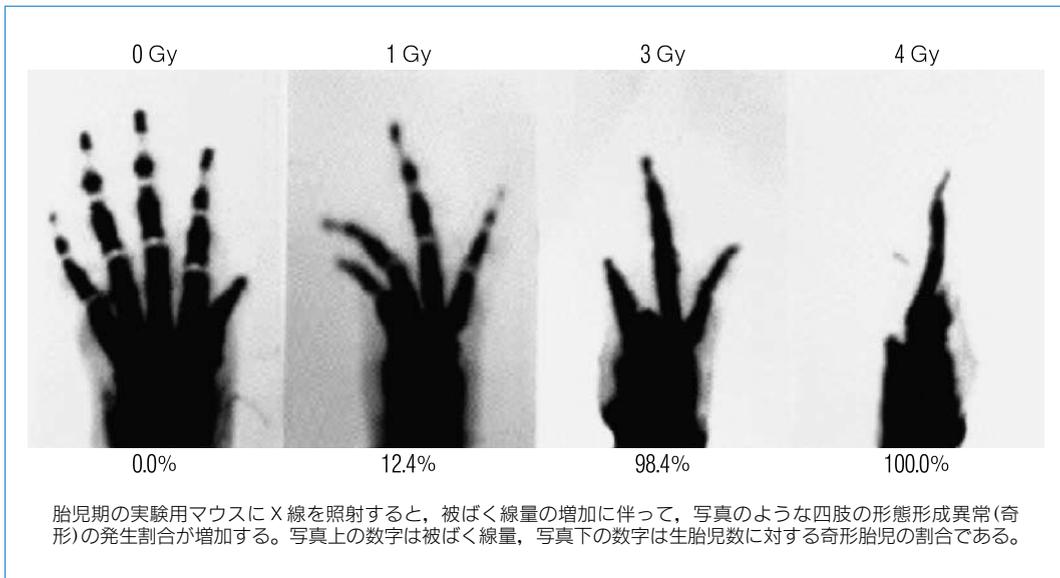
胎児期のX線照射により誘発される四肢の異常
